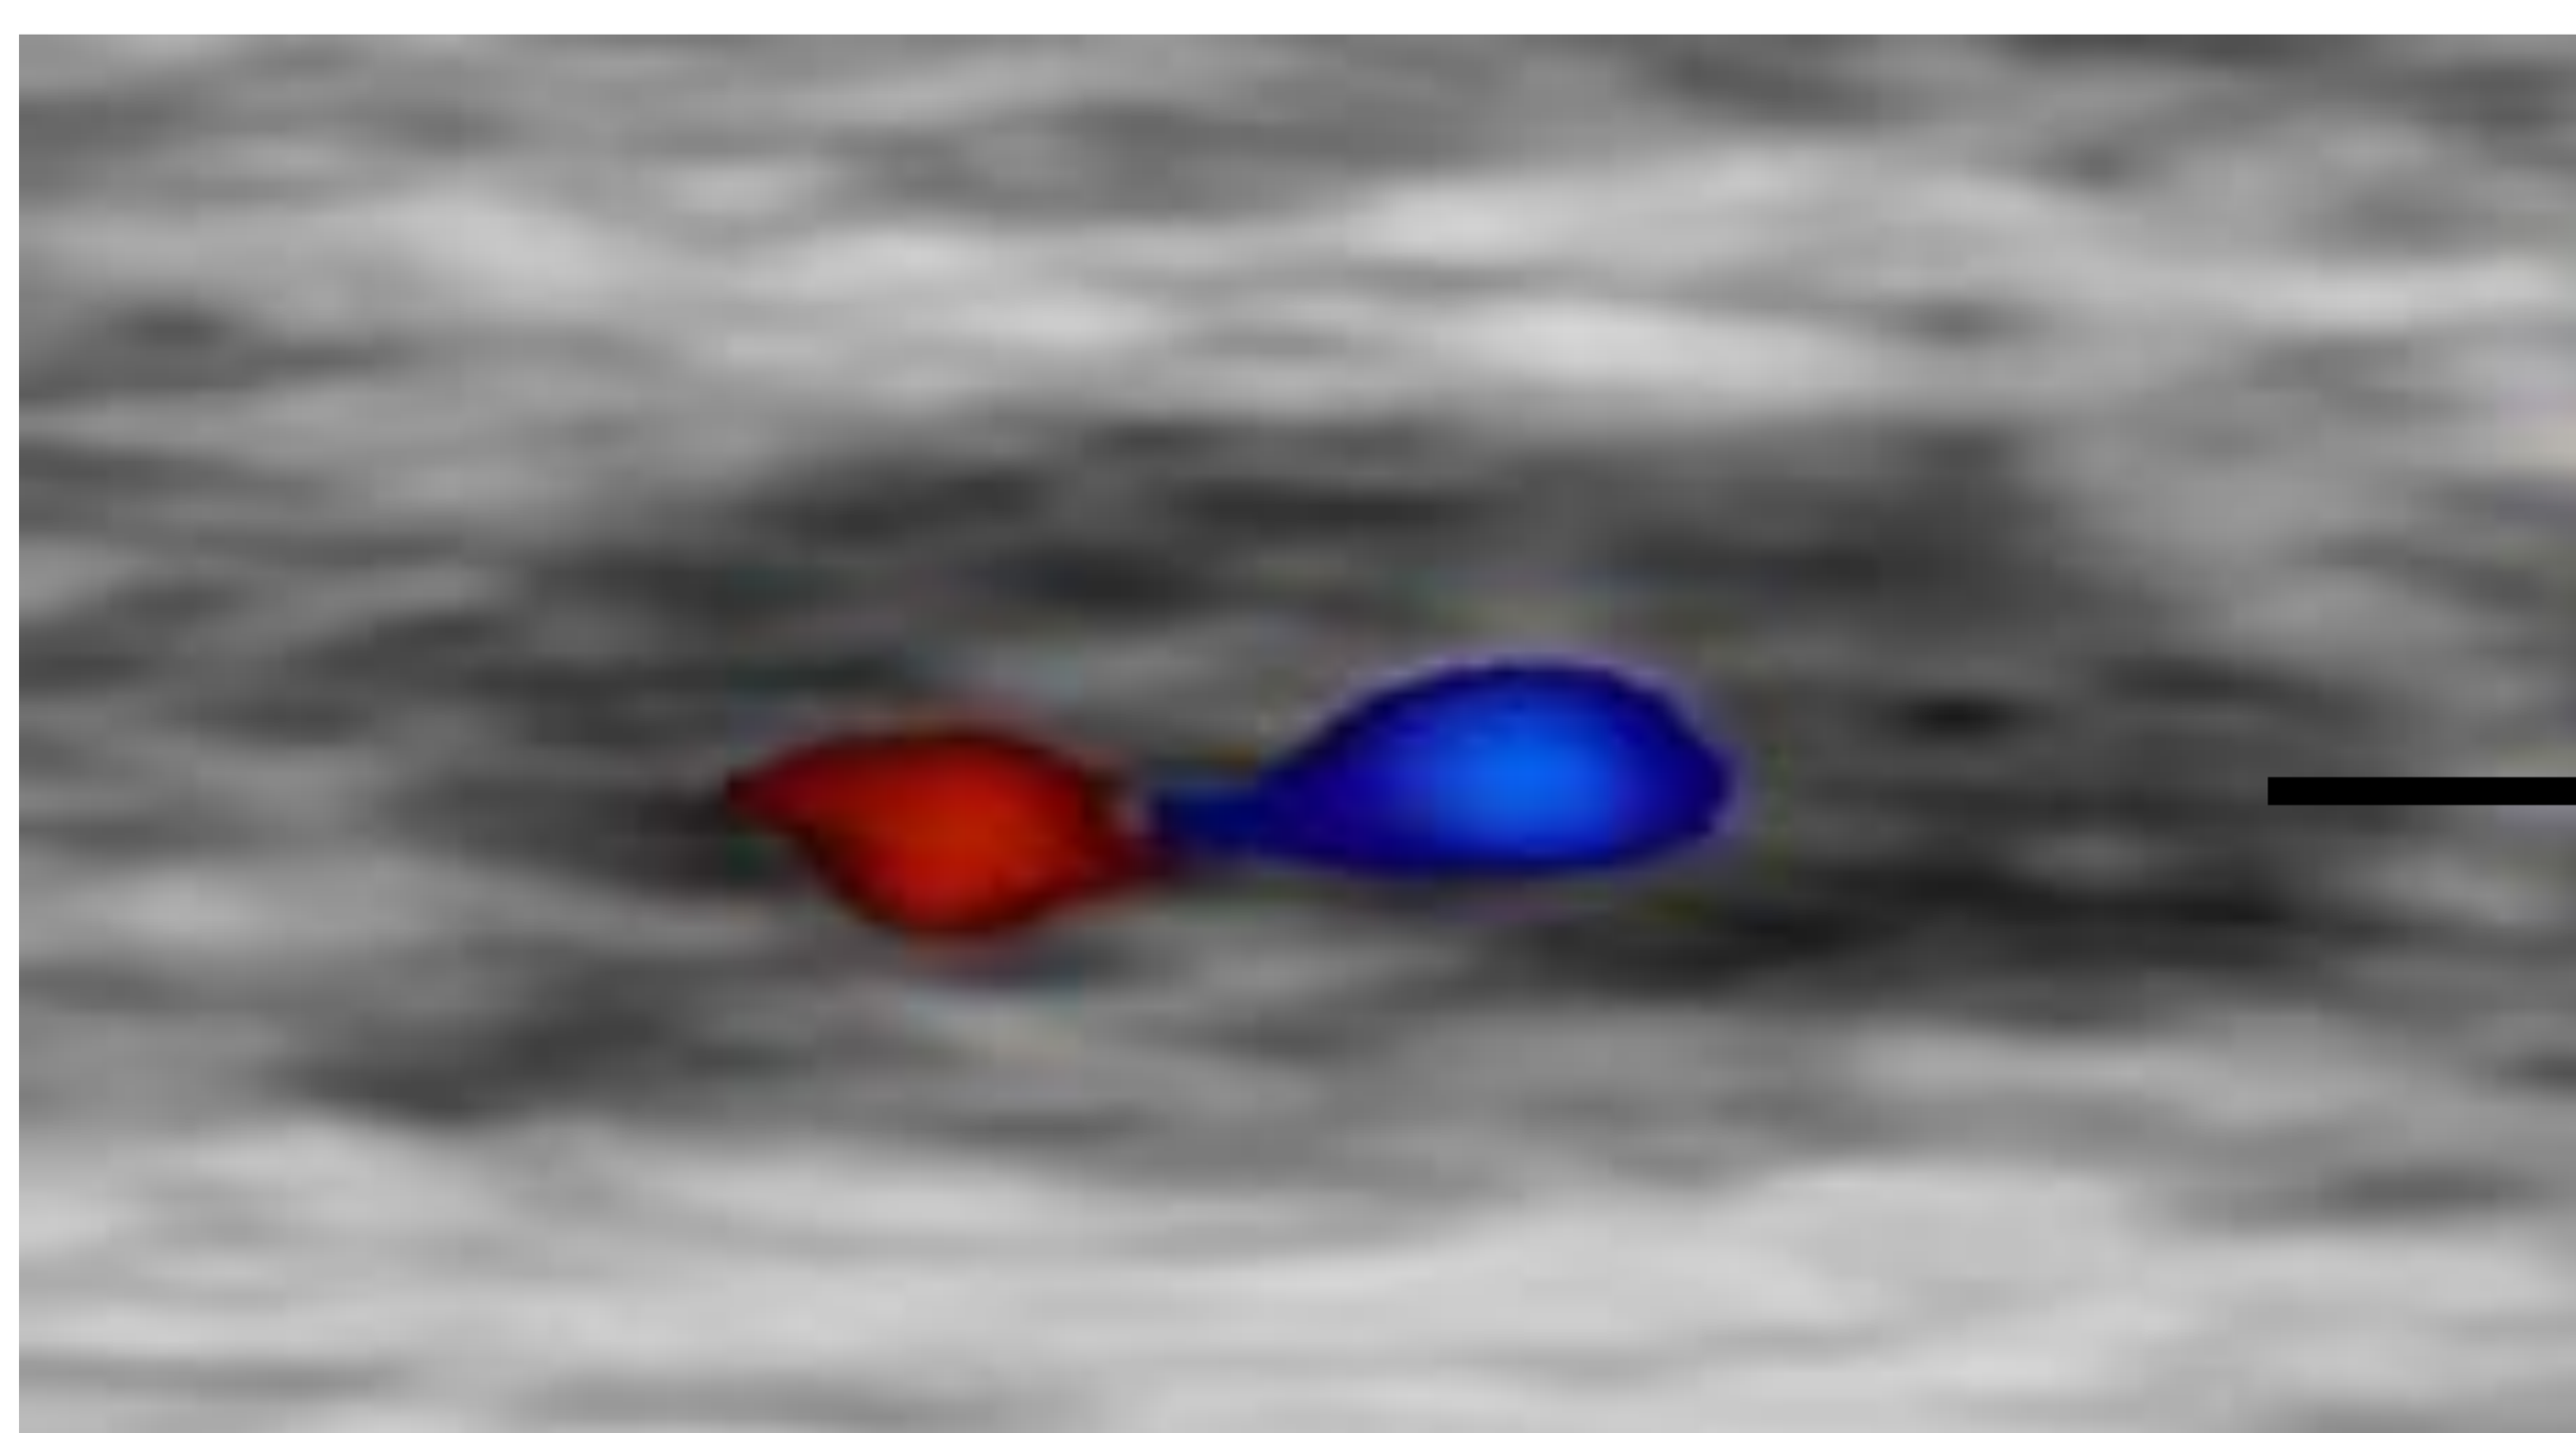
Caso 3. Ecografía Doppler energía de arteria temporal izquierda en corte transversal, demostrando flujo y halo hipoecoico (flecha blanca). Se visualizan además sus ramas frontal y parietal (flechas negras) en la bifurcación.
